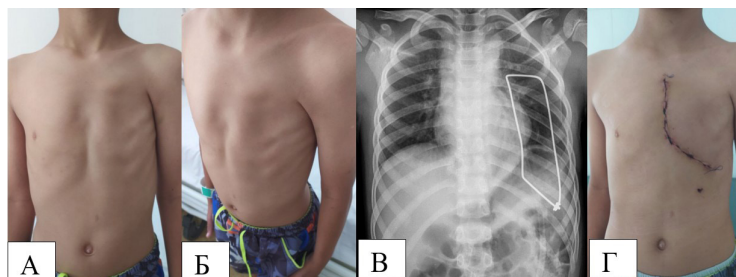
Пациент Н., 8 лет. Диагноз: Синдром Поланда. А и Б – внешний вид пациента до операции; В – рентгенограмма грудной клетки после операции, на которой отмечается спице-рамочная конструкция; Г – внешний вид пациента после операции
